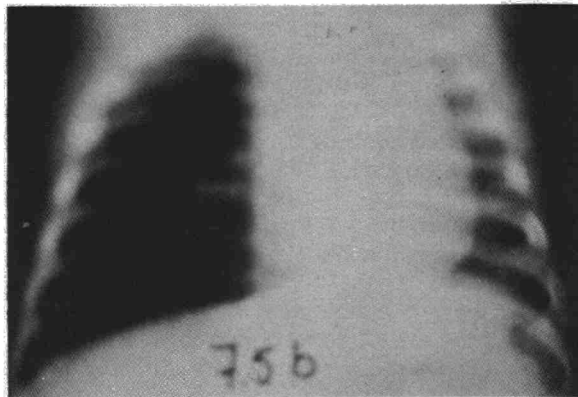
J.A. Radiografía PA en espiración del mismo caso con hipertransparencia en el hemitórax derecho y desplazamiento mediastínico izquierdo. Cacahuete en bronquio principal derecho.
